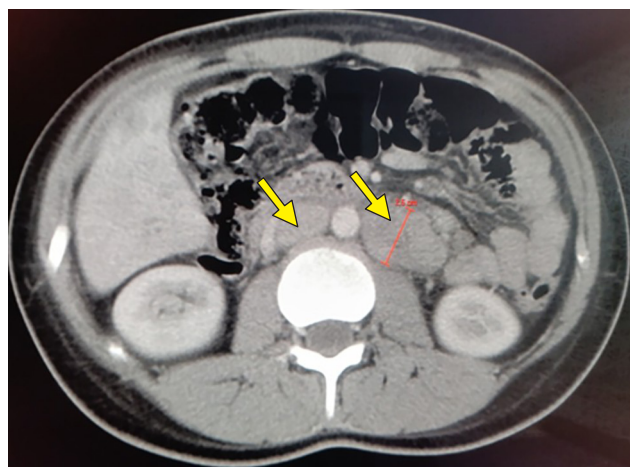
Tomografía abdominal que evidencia conglomerado ganglionar retroperitoneal, paraaórtico e interaortocavo, ejerciendo efecto de masa sobre la vena cava inferior. Las flechas indican los ganglios de mayor tamaño y la compresión parcial de la luz venosa.
